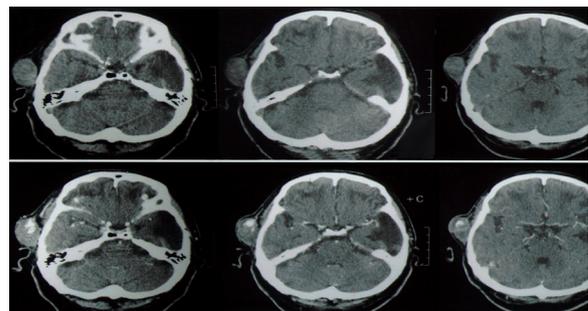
TC de crânio realizada em 2004. Superior: TC sem contraste mostrando abaulamento de partes moles sobre músculo temporal direito; inferior: TC com contraste mostrando realce de contraste no interior da lesão.
